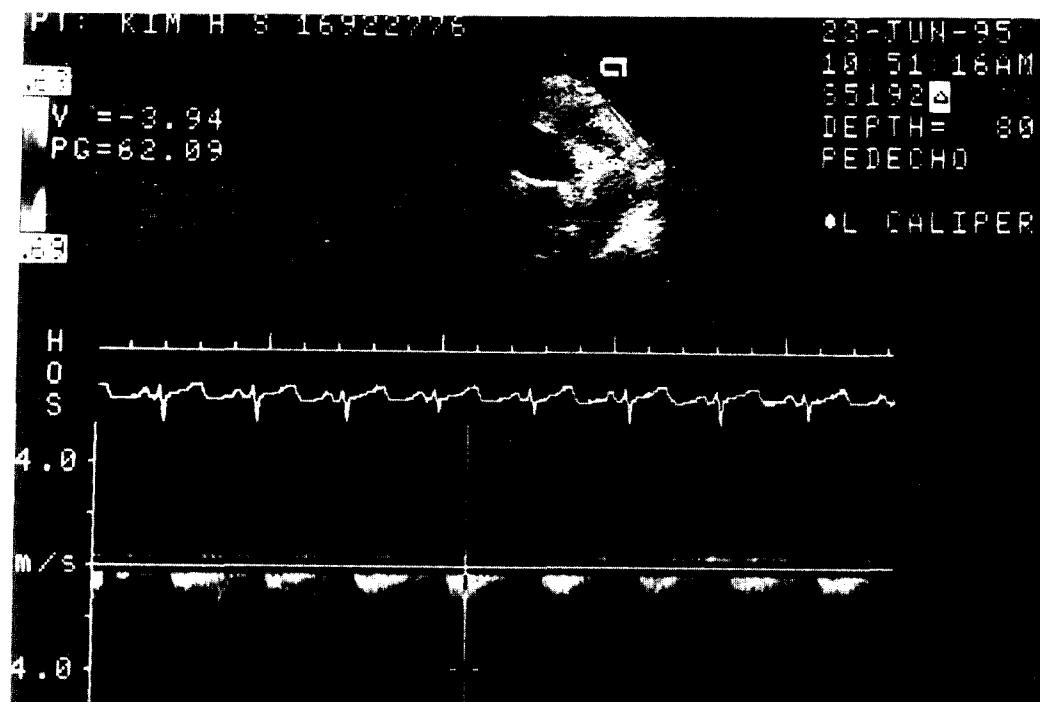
Two-dimensional and Doppler echocardiography displayed high-flow velocity across the stenosis. The peak velocity is 3.94 meters /second.
